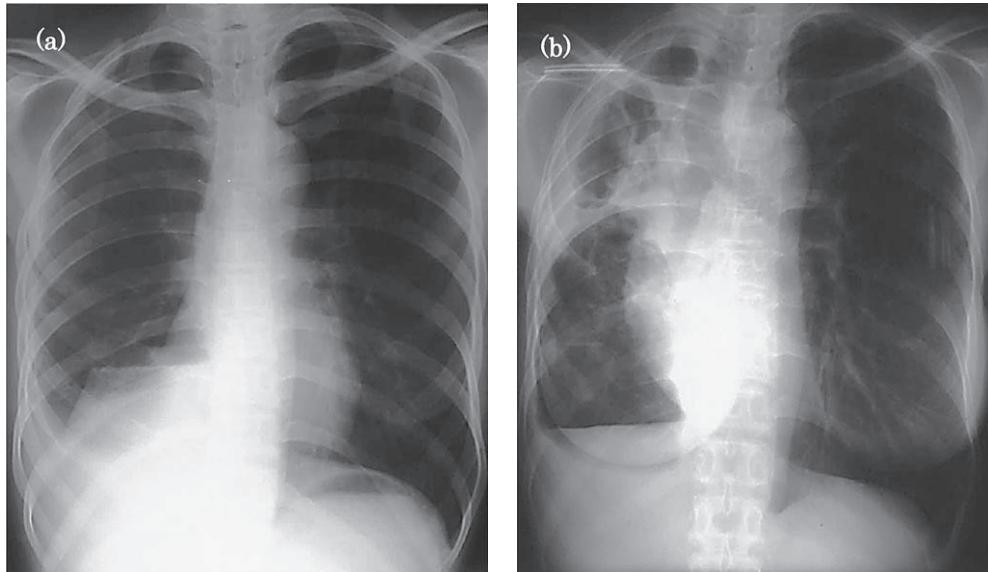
Case 3: 45-year-old female. (a) Chest radiograph taken in November 1987 after right lower lobectomy shows no cavity in the right lung. (b) Chest radiograph taken in November 1999 shows multiple cavities and marked pleural thickening in the right upper lung.
